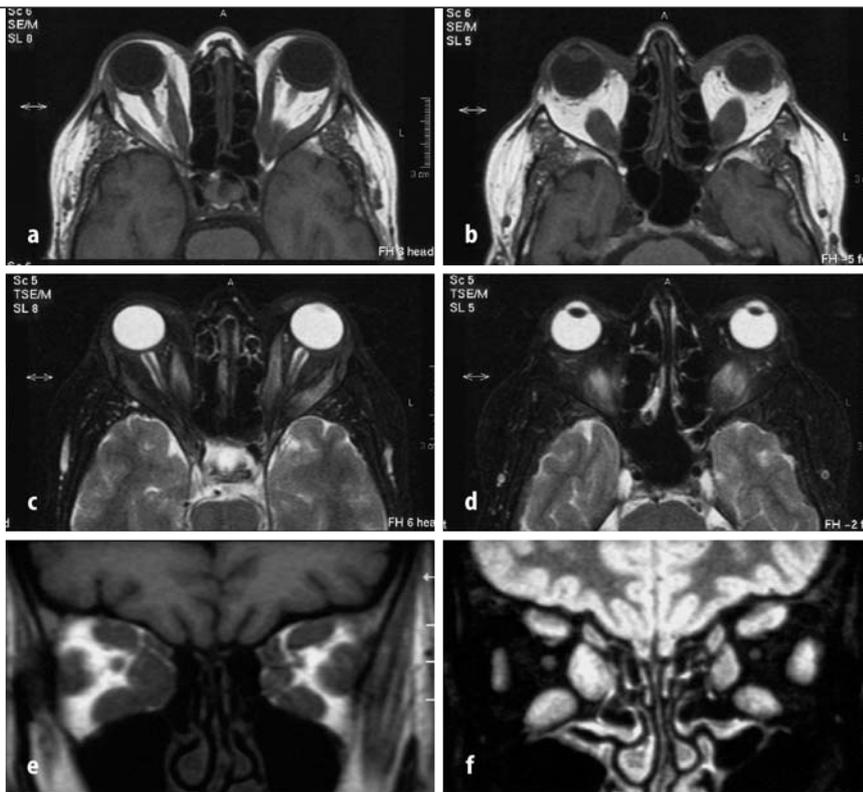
f ▲ MRT-Befunde bei EO. a T1-gewichtete axiale Aufnahme in Höhe der horizontalen Augenmuskeln. b T1-gewichtete axiale Aufnahme in Höhe der unteren geraden Augenmuskeln. c T2-gewichtete axiale Aufnahme in Höhe der horizontalen Augenmuskeln. Optikuskompression sichtbar am Liquorstau in der Optikussehne. d T2-gewichtete axiale Aufnahme in Höhe der unteren geraden Augenmuskeln. e koronare Schichtung T1-gewichtet. f Koronare Schichtung STIR-Sequenz (Fettsuppression)
